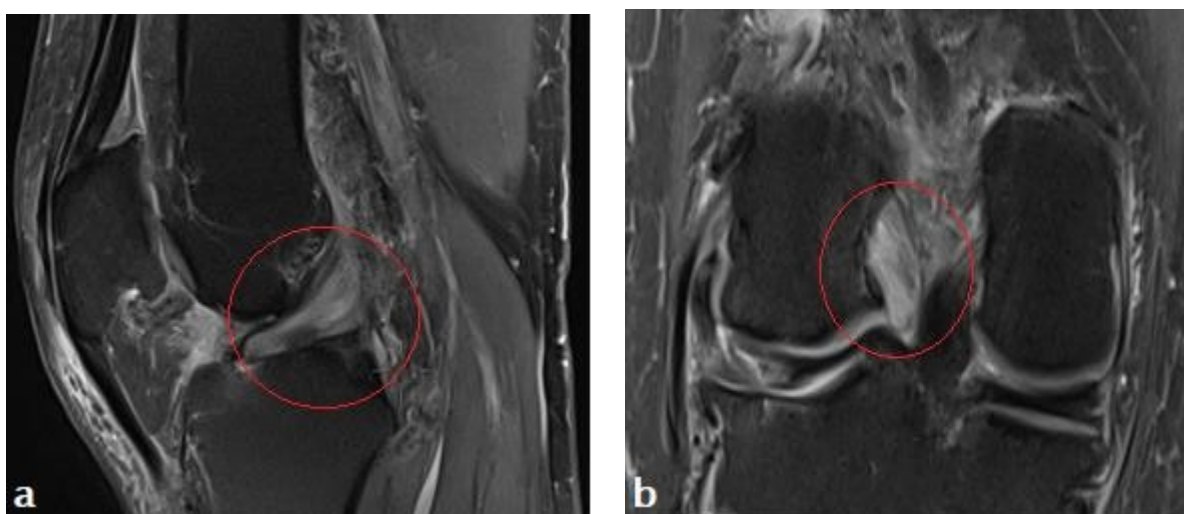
IRM coupes sagittale et coronale DP:
